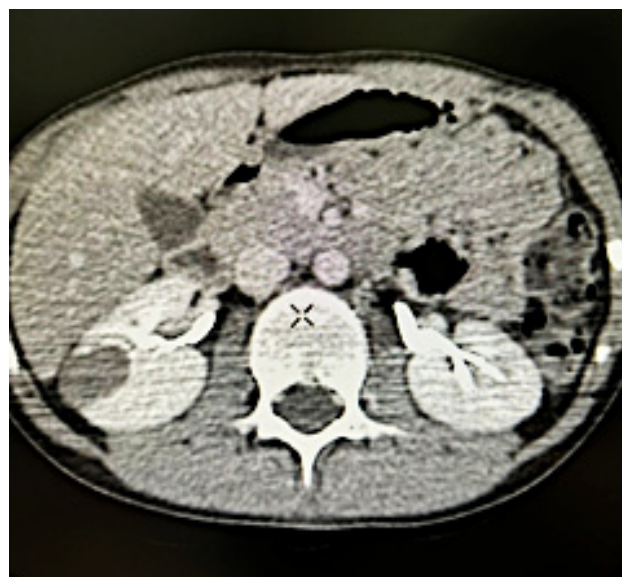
МСКТ правой почки (2019 год). Узловое образование 15,1 × 16,3 × 13,6 мм, плотность — 43 HU
